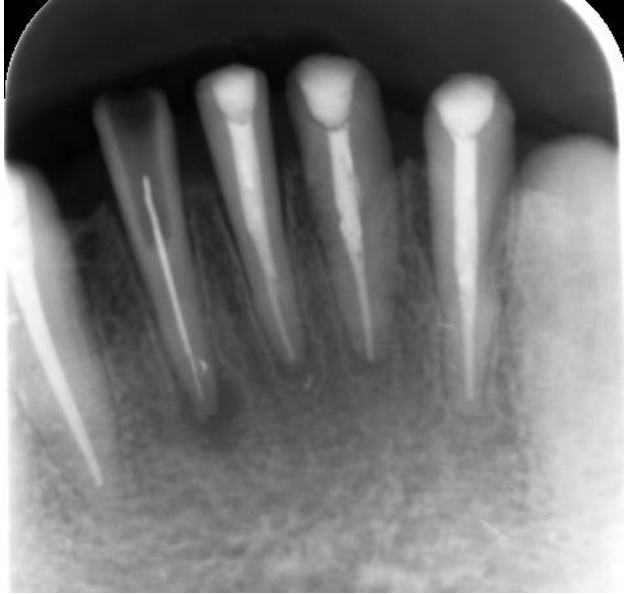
Hastadan alınan teşhis radyografisi
